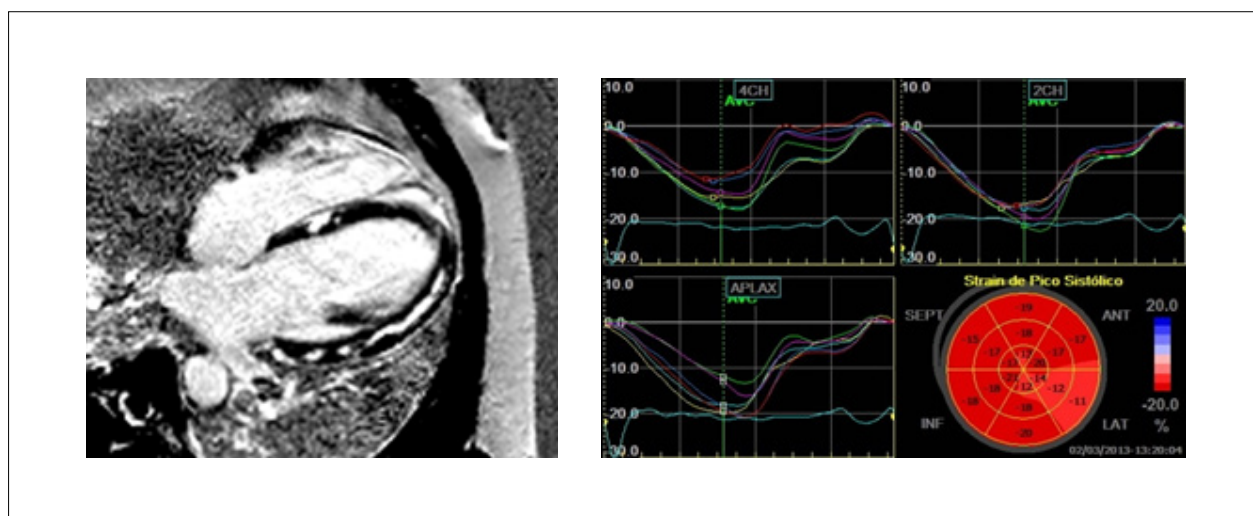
Paciente com quadro de miocardite aguda apresentando (A) ressonância cardíaca apresentando realce tardio mesocárdico em parede lateral e (B) Redução do *strain* longitudinal em parede lateral.
